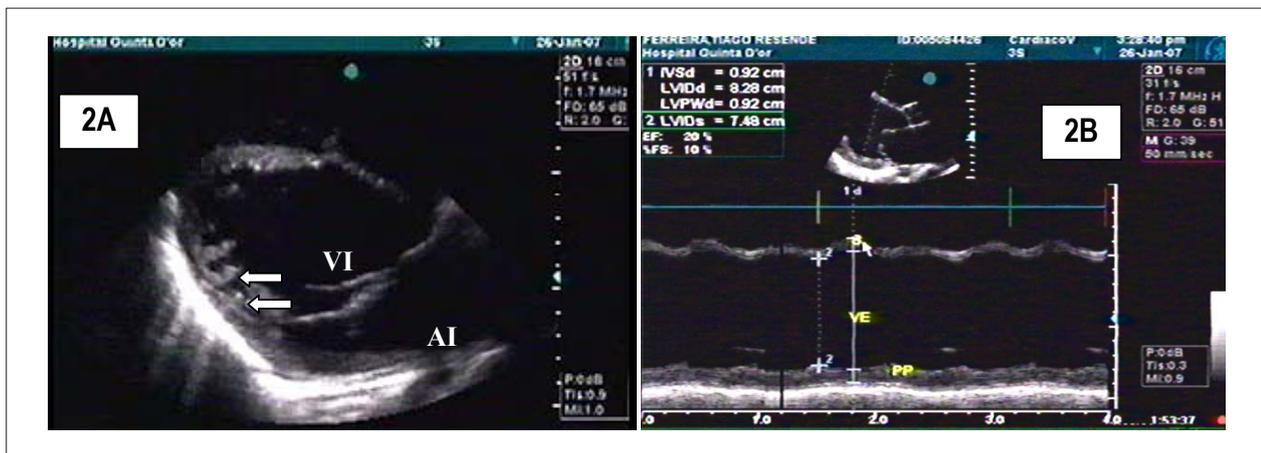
Ecocardiograma en corte paraesternal longitudinal, donde se evidencia presencia de trabeculaciones (flechas blancas) y muescas en el ventrículo izquierdo (2A), con gran dilatación de esta cámara (2B); VI = ventrículo izquierdo; AI = atrio izquierdo.
